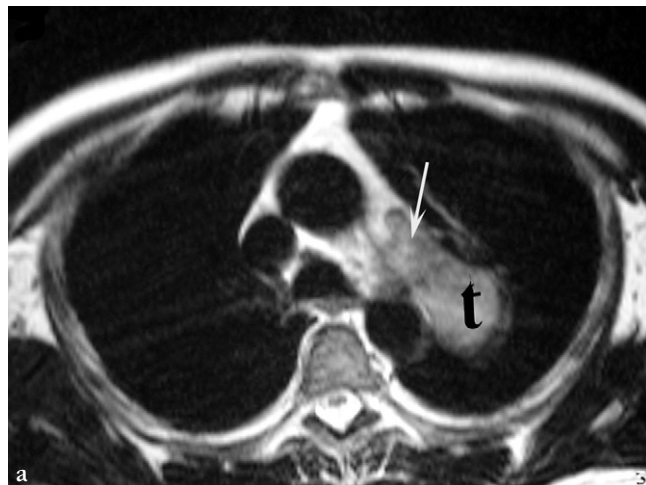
(a) Coupe axiale IRM en pondération T2 sans injection de produit de contraste.
